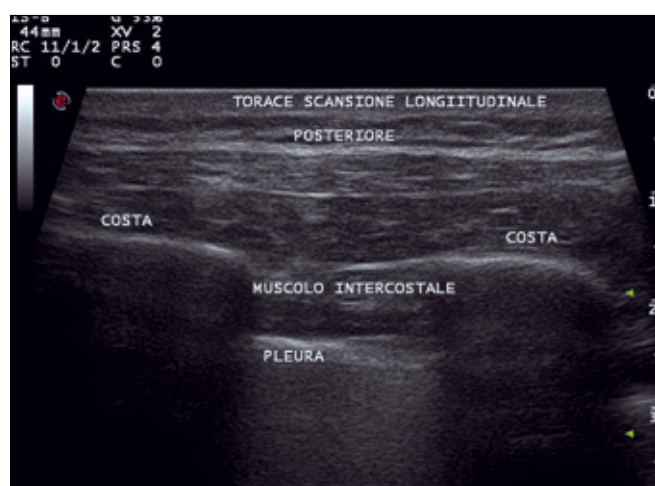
Sonda lineare con campo di vista trapezoidale, scansione longitudinale toracica posteriore che dimostra la differente espressione ecografica di coste, muscolo intercostale e pleura (vedi figura).
